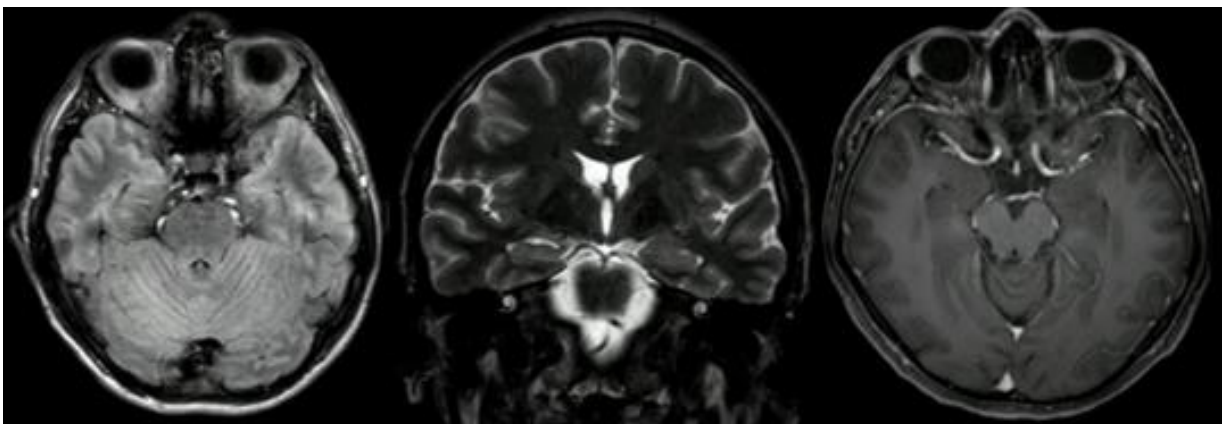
Se muestran secciones del hipocampo en secuencias axiales FLAIR, coronales T2 y axiales T1 con medio de contraste (gadolinio) sin evidencia de alteraciones.
